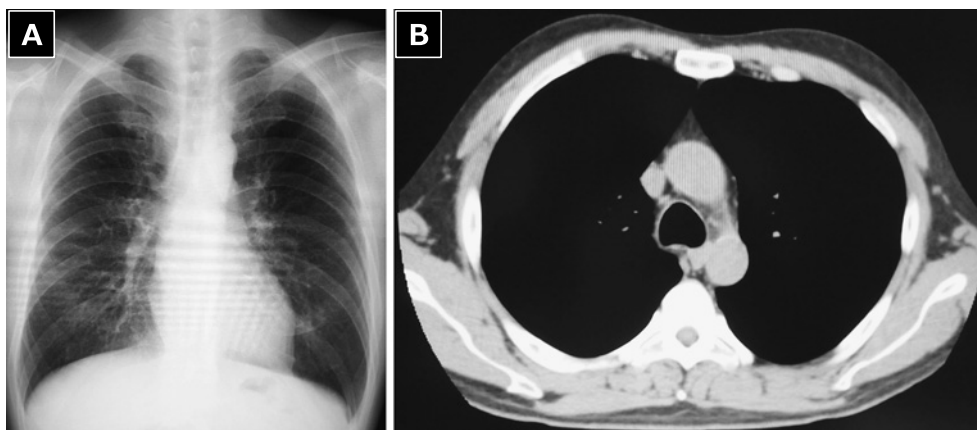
Chest radiography performed six months after the readministration of crizotinib shows no cardiomegaly (A). Chest CT performed at the same time as the image obtained in A shows marked regression of mediastinal lymphadenopathy (B).
